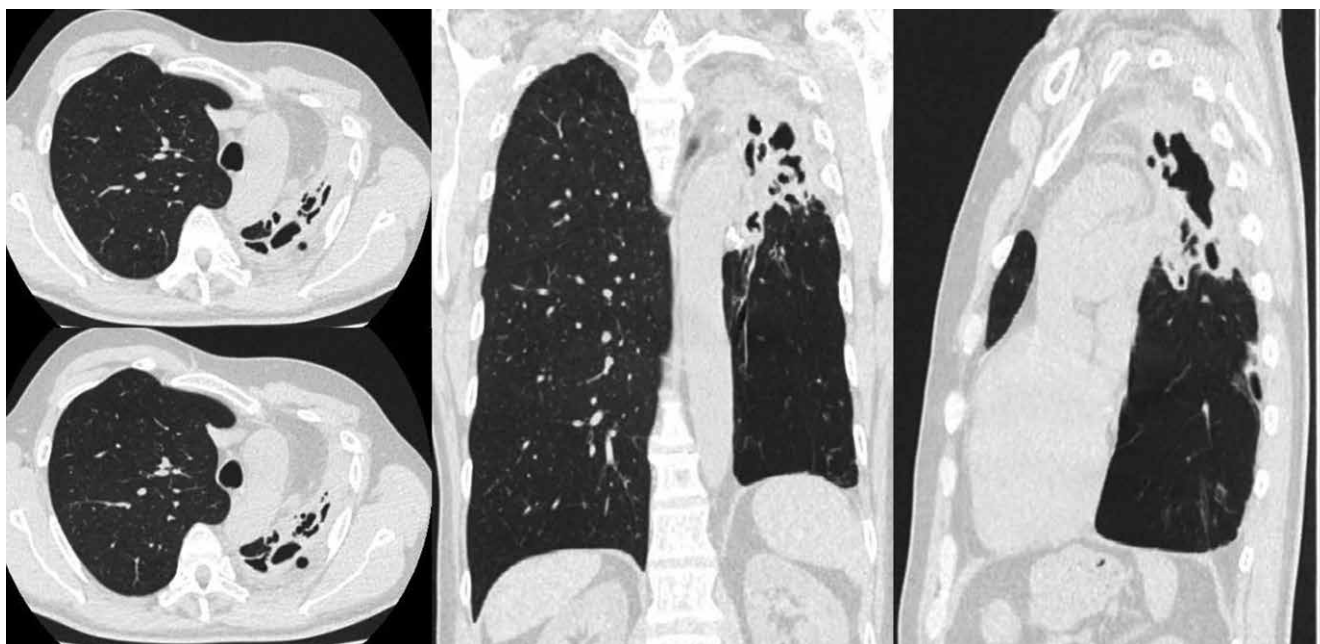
КТ-сканы в легочном окне пациента с микобактериозом, вызванным *M. avium*. В S₁, S₂, S₃, S₆ левого легкого визуализируются множественные полости с неравномерной толщиной стенки. В окружающей ткани — зоны воспалительной реакции и немногочисленные очаги
